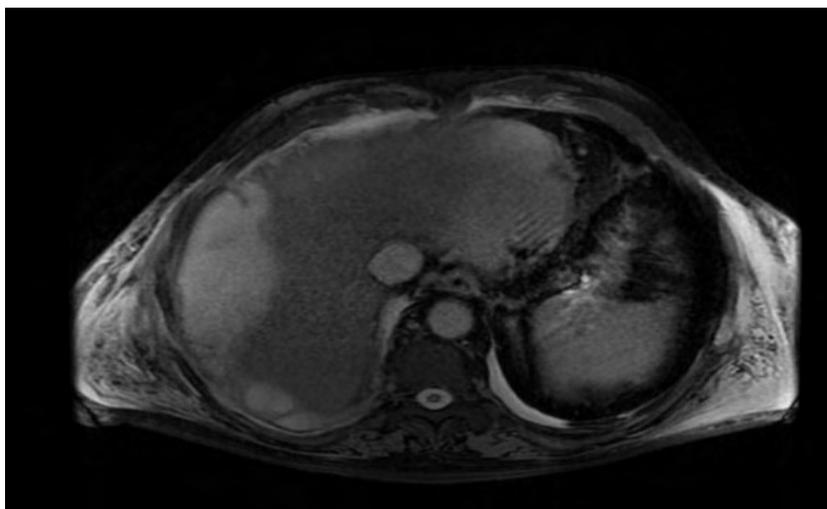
RMN - Corte Axial - Bilioma Hepático.
